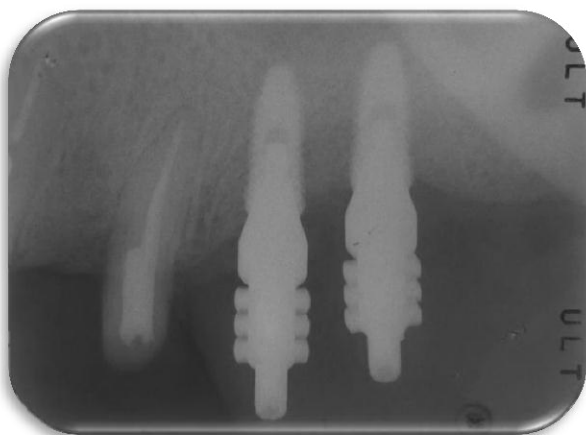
Control radiografico
